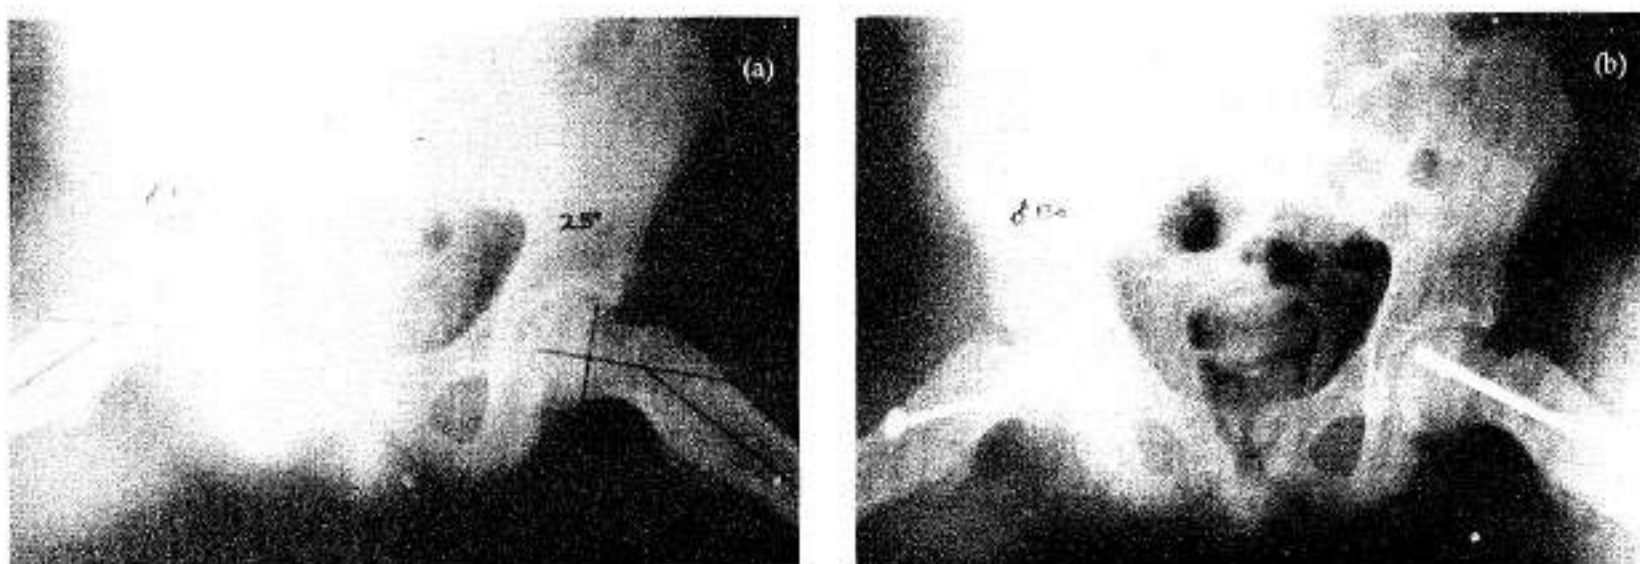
A) Radiografía antero-posterior en posición de rana de paciente masculino sin deslizamiento bilateral con 35 grados derecho y 25 grados izquierdo.
